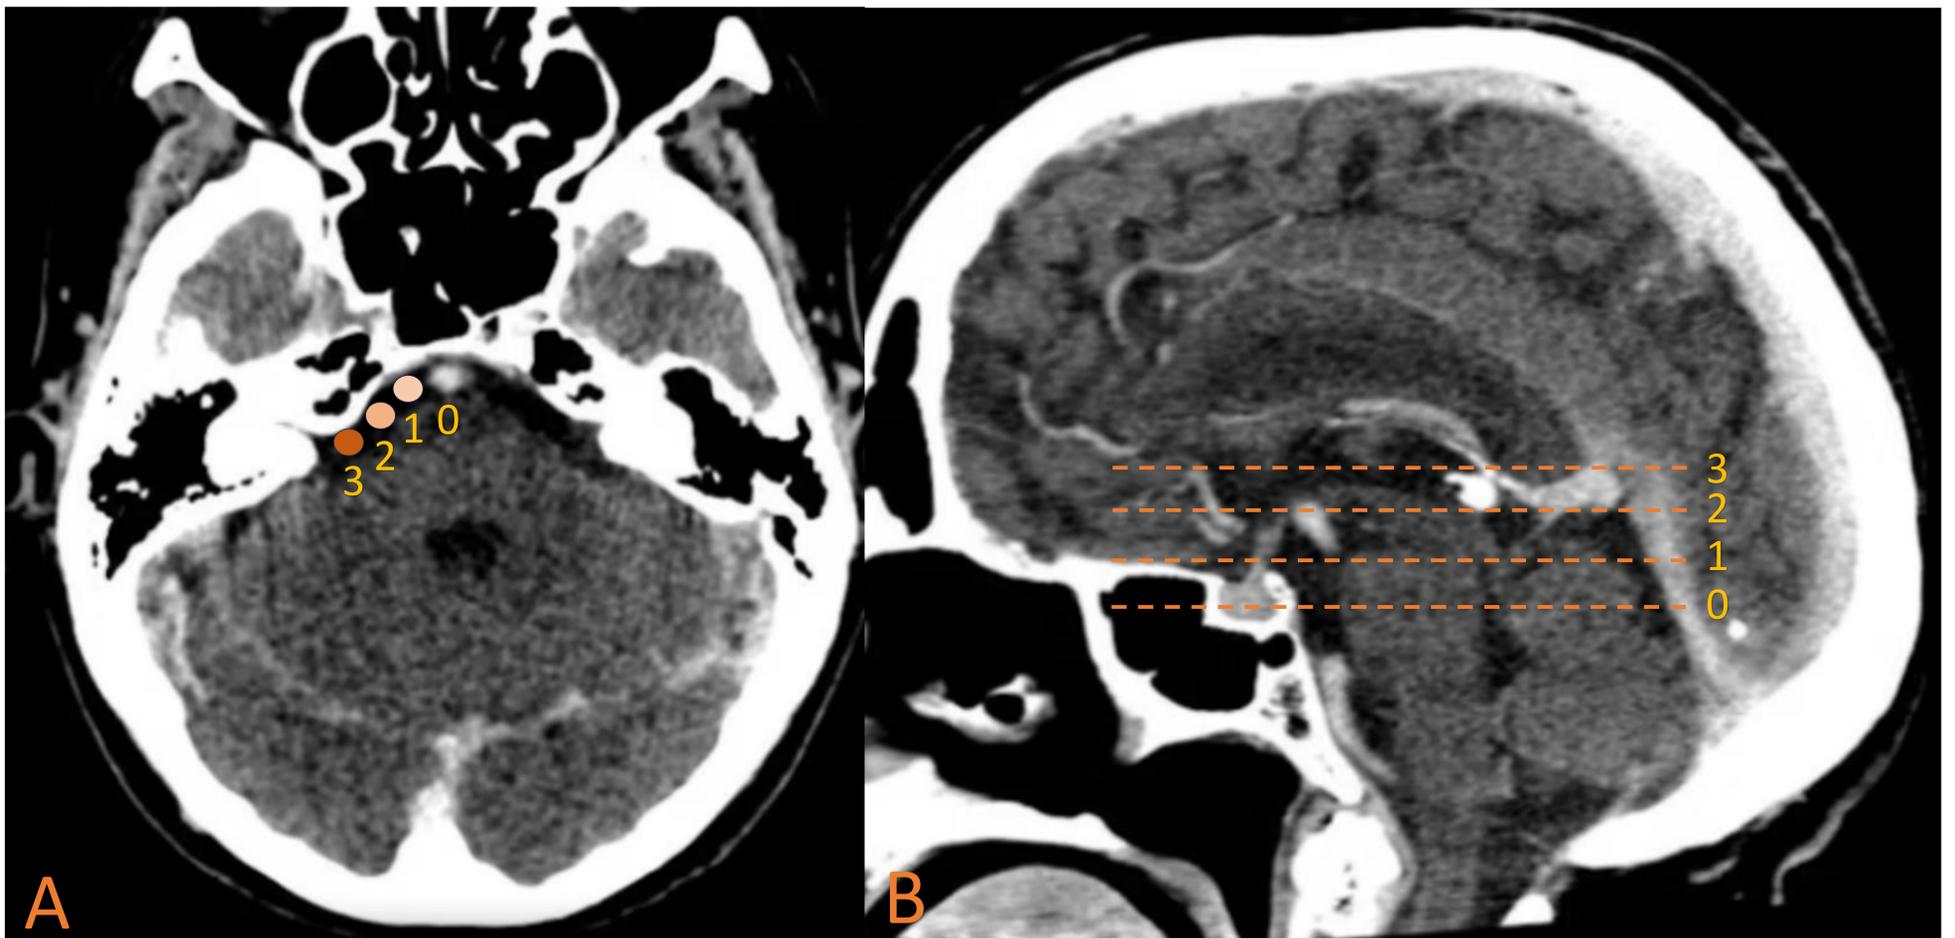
TC de cráneo con contraste intravenoso en corte axial a nivel de la protuberancia (A) y reconstrucción sagital en línea media (B). Se han representado los criterios de Smoker para la lateralidad (A) y para la altura de la bifurcación (B). En este caso, la puntuación para la lateralidad sería 0 puntos y la altura de la bifurcación 2 puntos.
